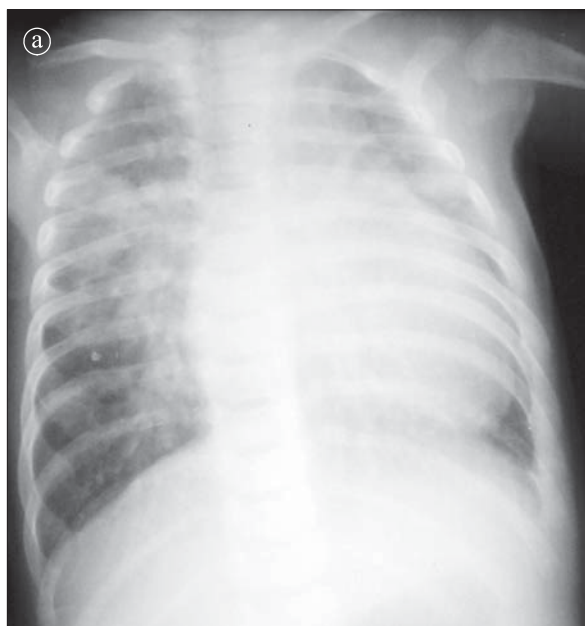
Tetralogie Fallot. Radiografie toracică AP. a) Preoperator. Hiperemie. Cord global mărit cu predominanța cavitaților drepte. b) Postoperator. Normalizarea circulației pulmonare.
